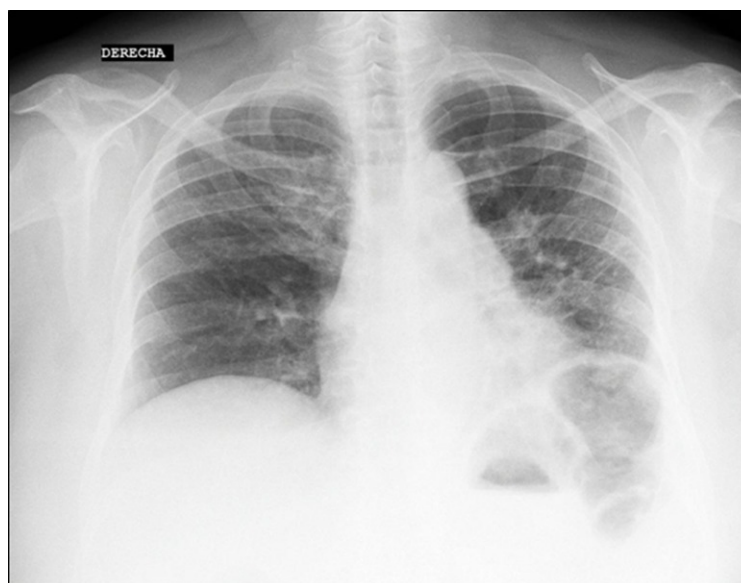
Radiografía de tórax donde se aprecia patrón difuso de vidrio deslustrado en 2/3 inferiores de inferiores de ambos campos pulmonares.
